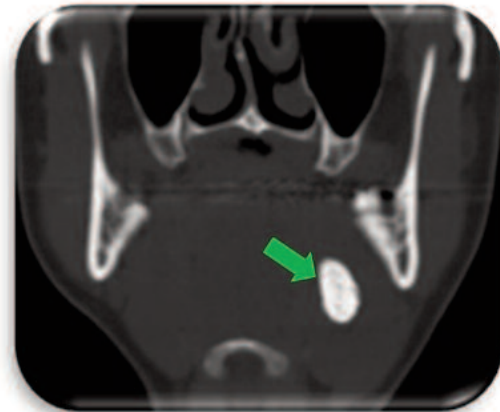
Corte Coronal TAC que muestra el posicionamiento del Megalito, cuyo eje mayor se ubica verticalmente
